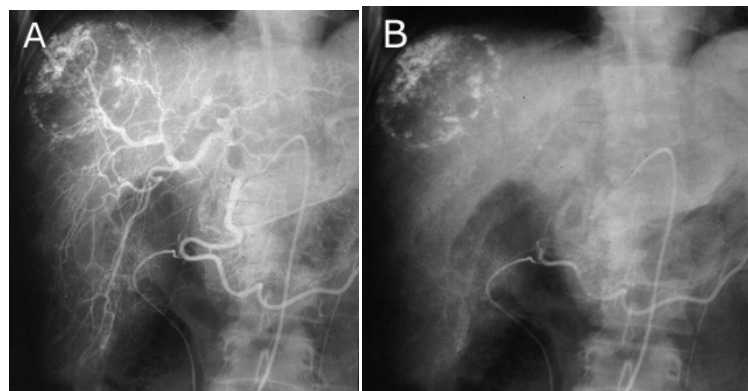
A y B- Angiografía hepática selectiva que muestra como el medio de contraste se queda atrapado inicialmente en los laguitos vasculares en la periferia de la lesión y se mantiene ahí (B). Esta angiografía es del mismo paciente que el de la TAC anterior.
